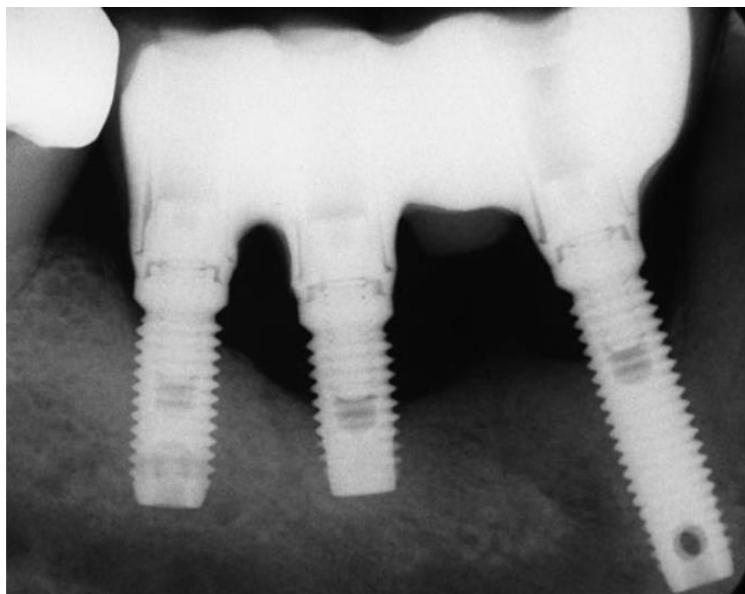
Radiografia onde se observa a perda óssea em torno dos implantes decorrente da peri-implantite. Reproduzido com permissão de John Wiley and Sons (Anexo 1).
